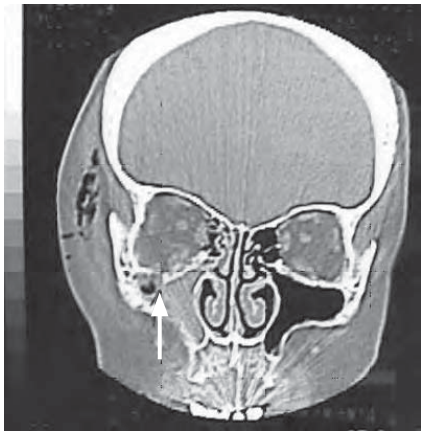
/3. TAC de macizo facial. Fractura piso de órbita derecha. Hematoma del seno maxilar.
